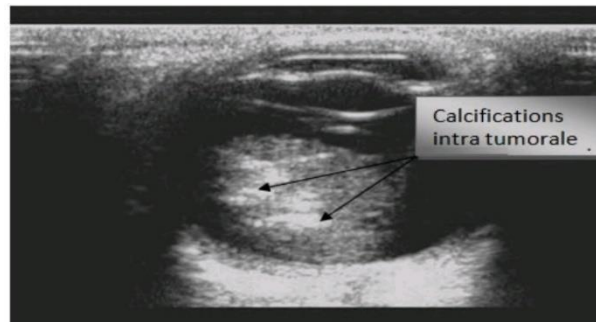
Aspect à l'échographie B d'un RB : masse tumorale tissulaire hétérogène par la présence de calcifications [49].
